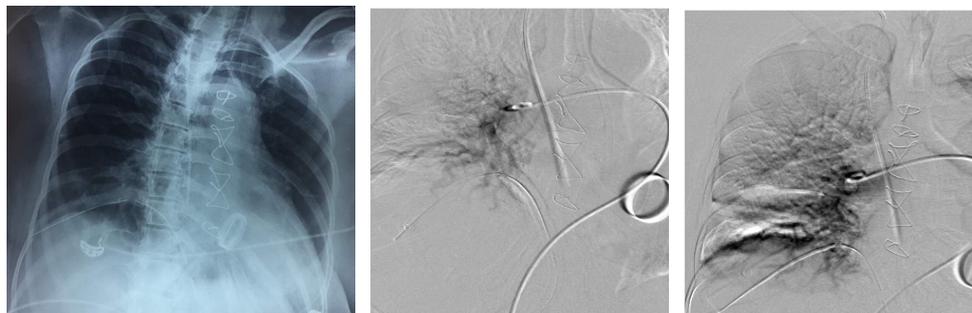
Foto toraks dan Angiogram paru pasien 2
